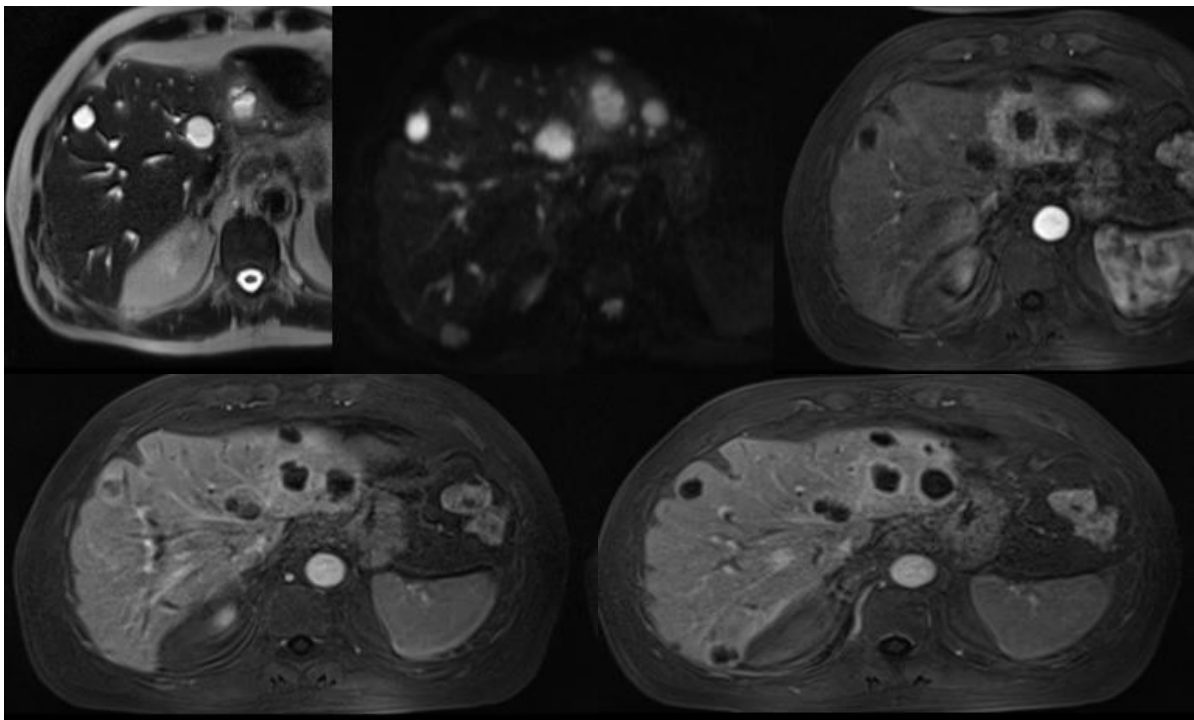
Images d'IRM hépatiques en coupe axiale montrant des kystes biliaires surinfectés après une sphinctérotomie [51].
